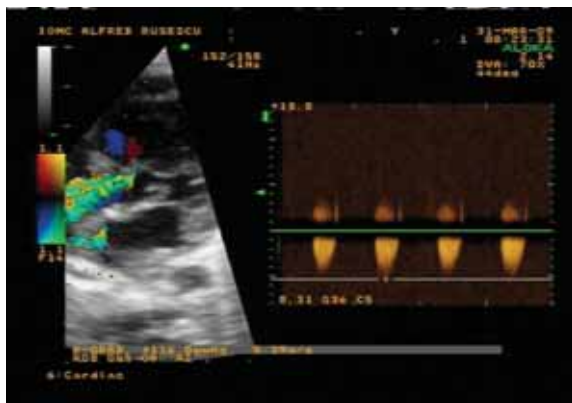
Ecocardiografie la prima evaluare (2009)
